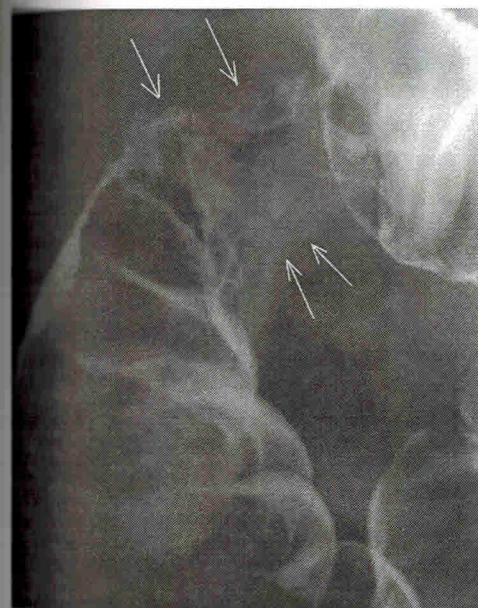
Рентгенограмма сигмовидной кишки. Первичное двойное контрастирование. Определяется эндифитная опухоль протяженностью 3,5 см. Просвет кишки значительно сужен.
